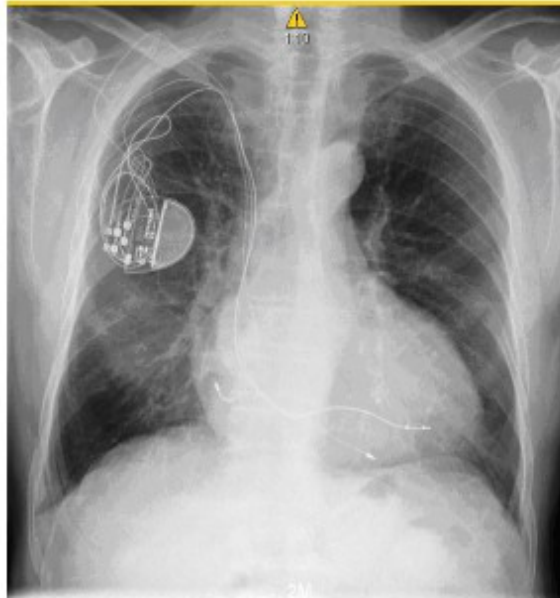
Radiographie de thorax, cardiomégalie.
